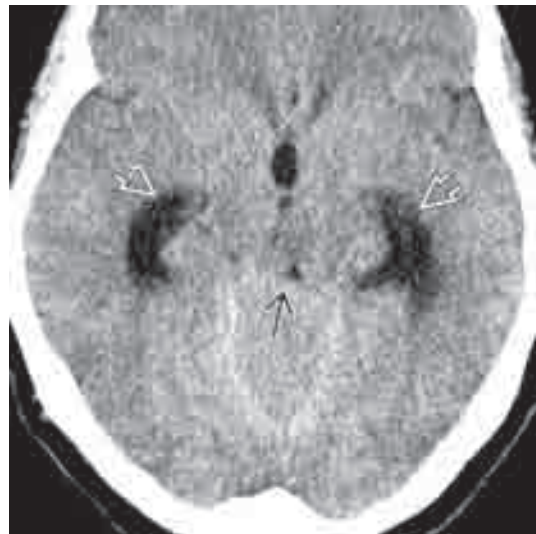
Die Nativ-CT zeigt eine ATH mit Obliteration der Cisterna quadrigemina und Kompression des Tectums (gerader Pfeil). Man beachte den schweren obstruktiven Hydrozephalus (offene Pfeile).
